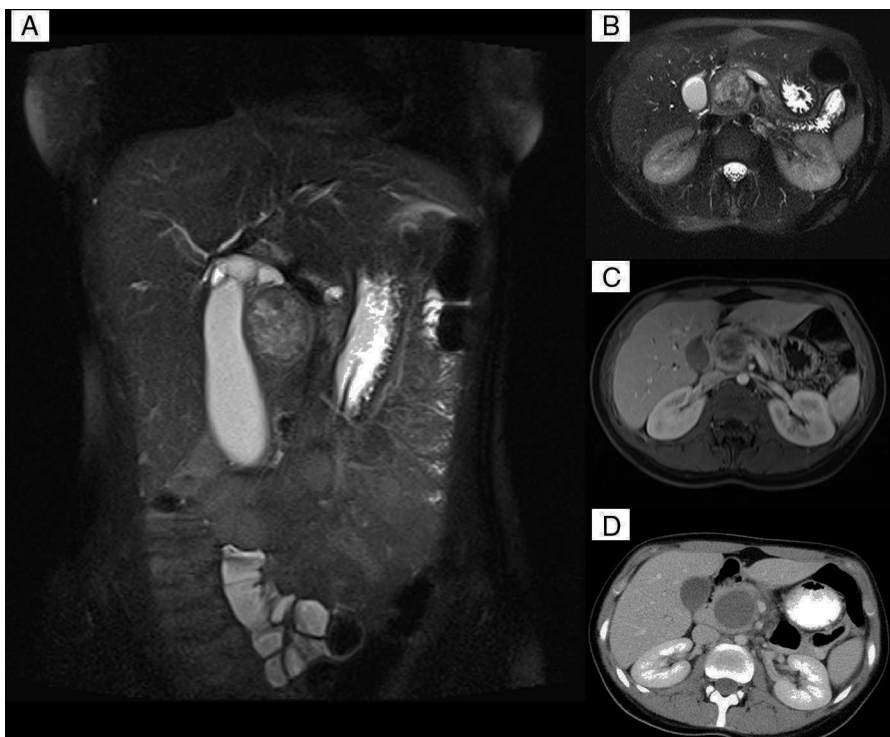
Técnicas de imagen: a y b) La RM muestra los planos coronal y axial de la lesión tomados en secuencia T2-FS-HASTE. c) La RM pertenece a la fase dinámica tras la inyección de contraste intravenoso para el estudio parenquimatoso. d) Tomada del TC, descarta absceso.
